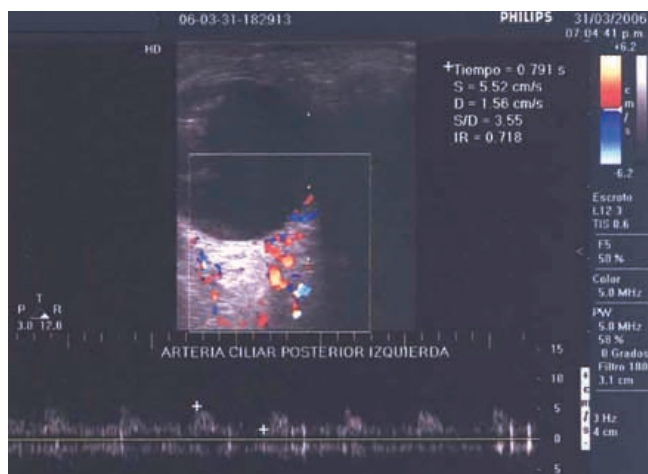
Doppler orbitario de alta definición de ojo izquierdo que muestra una disminución del flujo sanguíneo a nivel de arterias ciliares posteriores cortas.
